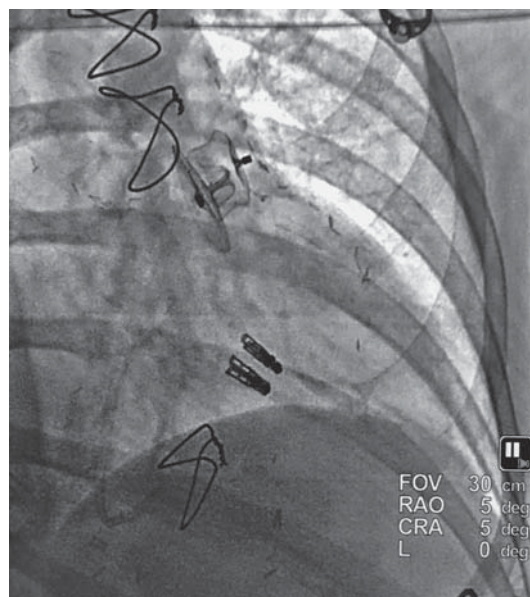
Рентгенография после установки двух MitraClip и окклюдера ушка левого предсердия.
